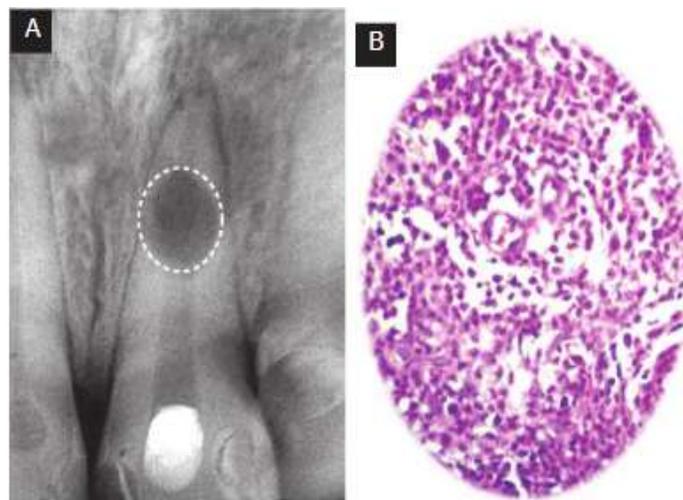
A. Radiografía de un diente anterior con reabsorción interna en tercio medio.
